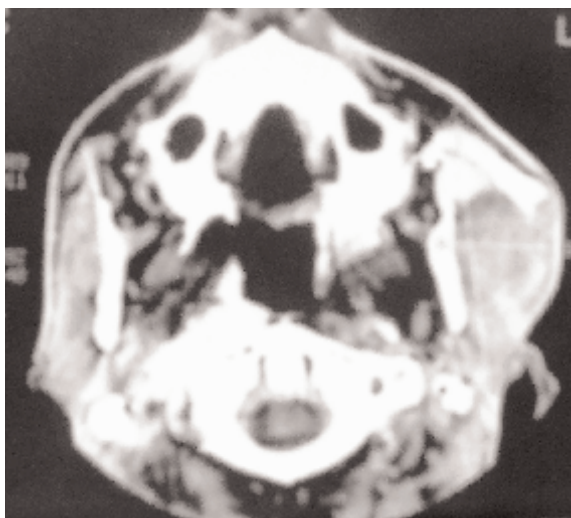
TDM injectée en coupe axiale : importante masse tissulaire de la région massétérienne gauche.
